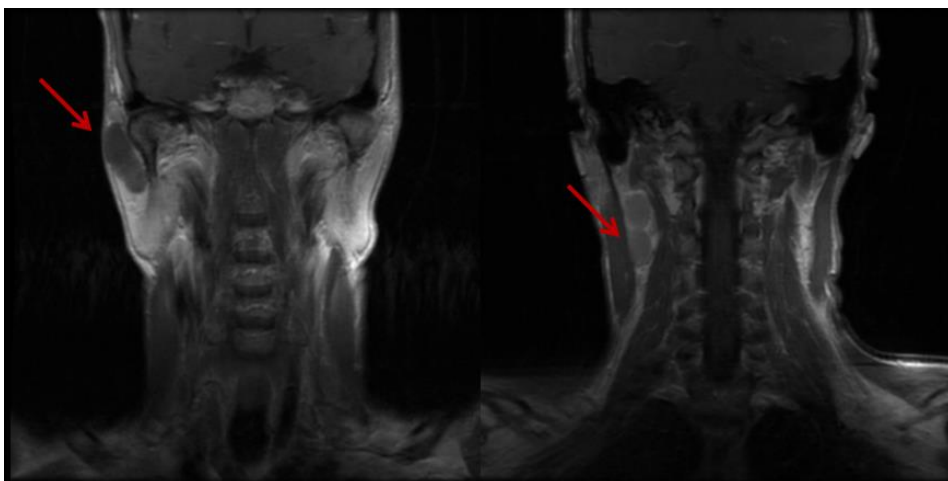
Imagen de resonancia magnética (RM) para estudio de glándula parótida. En la imagen de la derecha se aprecia una tumoración en parótida derecha. En la imagen de la izquierda visualizamos adenopatías cervicales en el mismo paciente.
